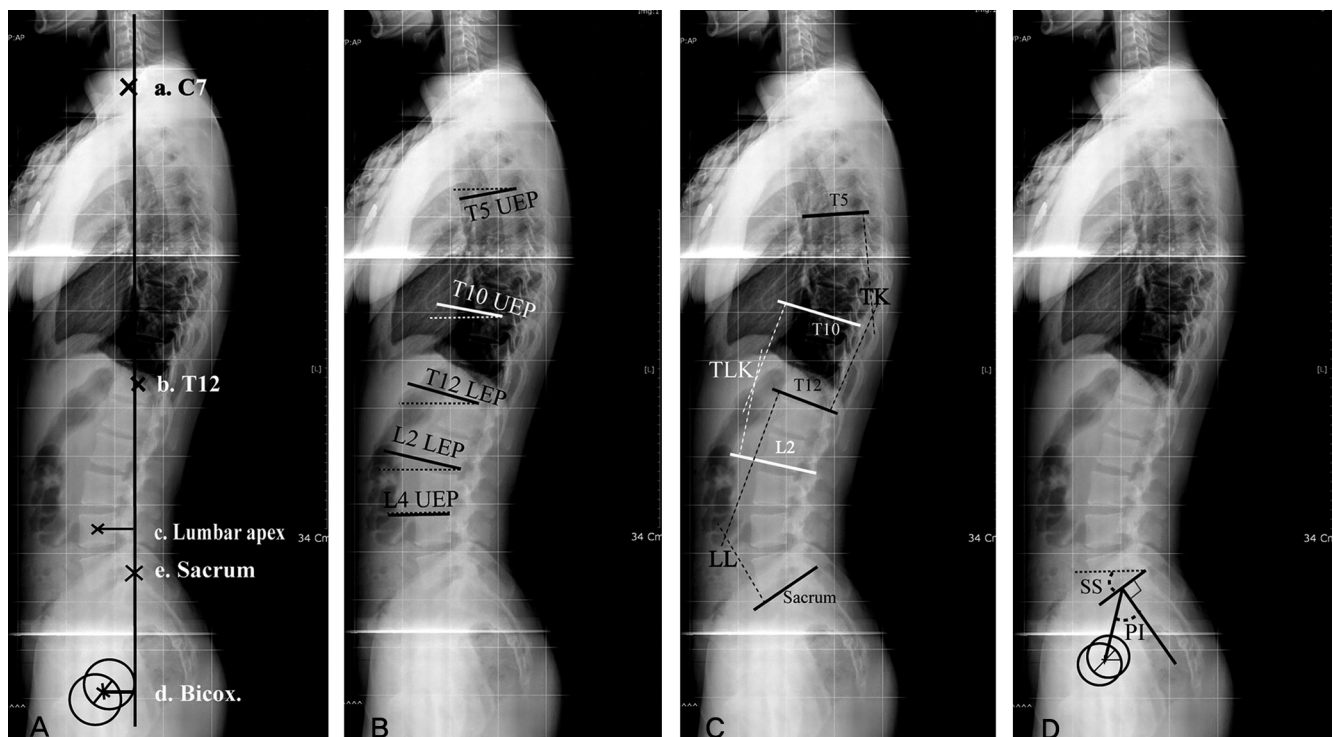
The method of measuring the sagittal parameters. (A) The distances from the plumbs of C7 (a), T12 (b), Lumbar apex (c) and bicoxofemoral (d) to the posterosuperior corner of sacrum are measured. A positive value means forward transition and a negative value means backward transition. (B) The vertebral slopes are measured in T5 upper end plate (UEP), T10 UEP, T12 lower end plate (LEP), L2 LEP, L4 UEP. A positive value means vertebral slope is below the horizontal line. (C) The angular parameters are given by vertebral slopes. Thoracic kyphosis (TK, T5 UEP - T12 LEP), thoracolumbar kyphosis (TLK, T10 UEP - L2 LEP), total lumbar lordosis (LL, T12 LEP - S1 UEP) are measured. (D) Sacral slope (SS) and pelvic incidence (PI) are measured for the pelvic parameters.
